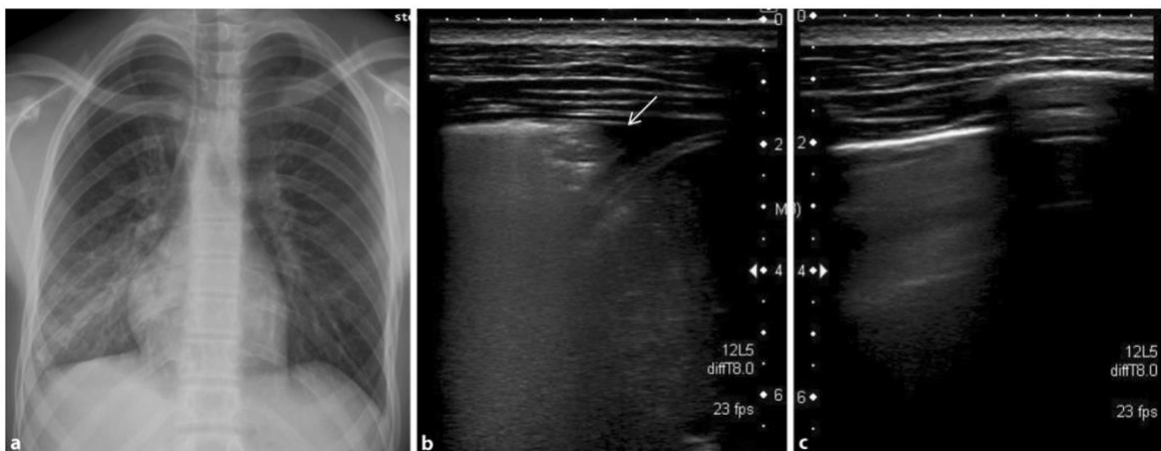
Röntgen- und Ultraschallaufnahmen mit typischen Befunden (10)
